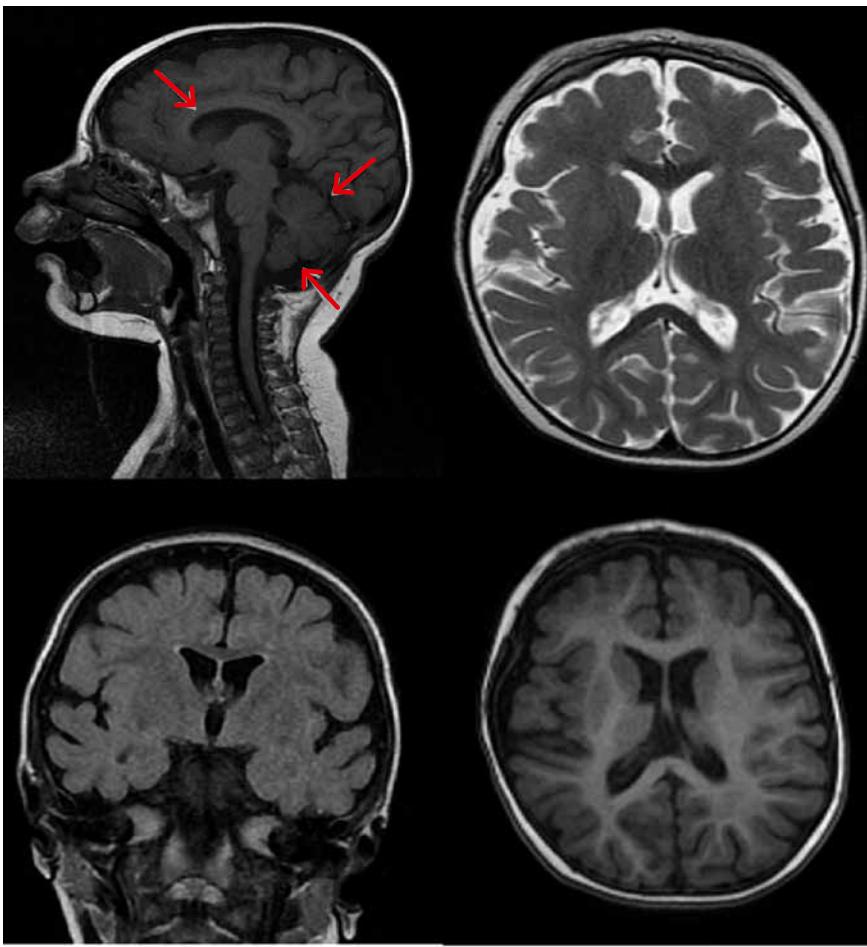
МРТ ГМ ребенка Х. (3 года и 2 месяца)
